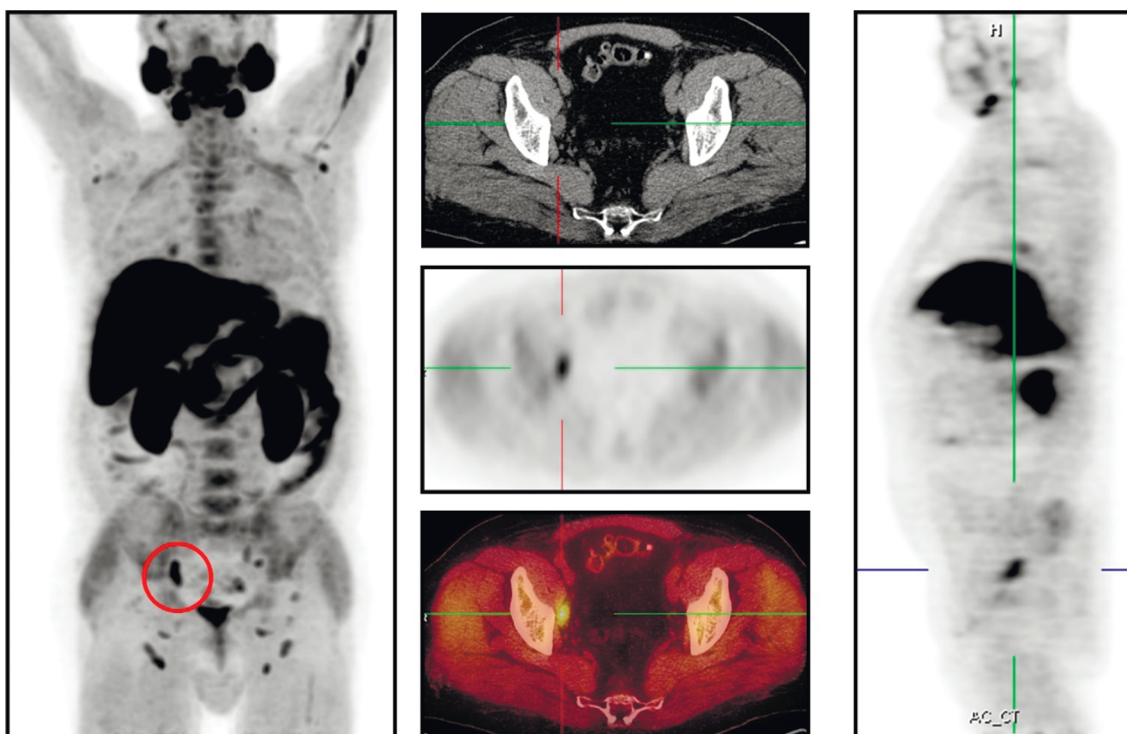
Пациент Г., 55 л., $pT_2N_0M_0$, ПСА = 0,2 нг/мл, состояние после РПЭ. Патологический очаг гиперметаболической активности в конгломерате правых запирательных лимфоузлов размером 19×13×29 мм ($SUV_{max} = 5,3$)
